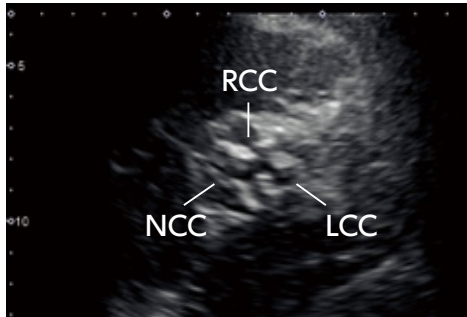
経胸壁心エコー図大動脈弁短軸像。石灰化が高度で開放制限も高度に見える。RCC: 右冠尖、LCC: 左冠尖、NCC: 無冠尖。
